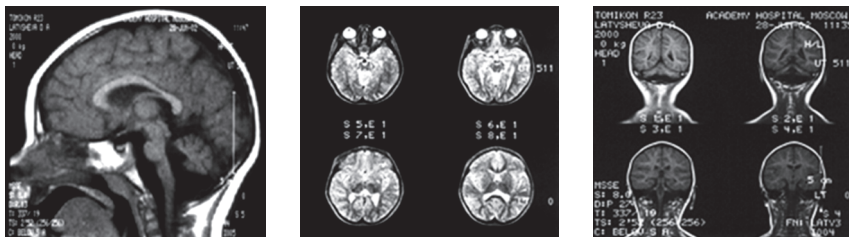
Дана Л. Аномалия Денди–Уокера. МРТ головного мозга.
